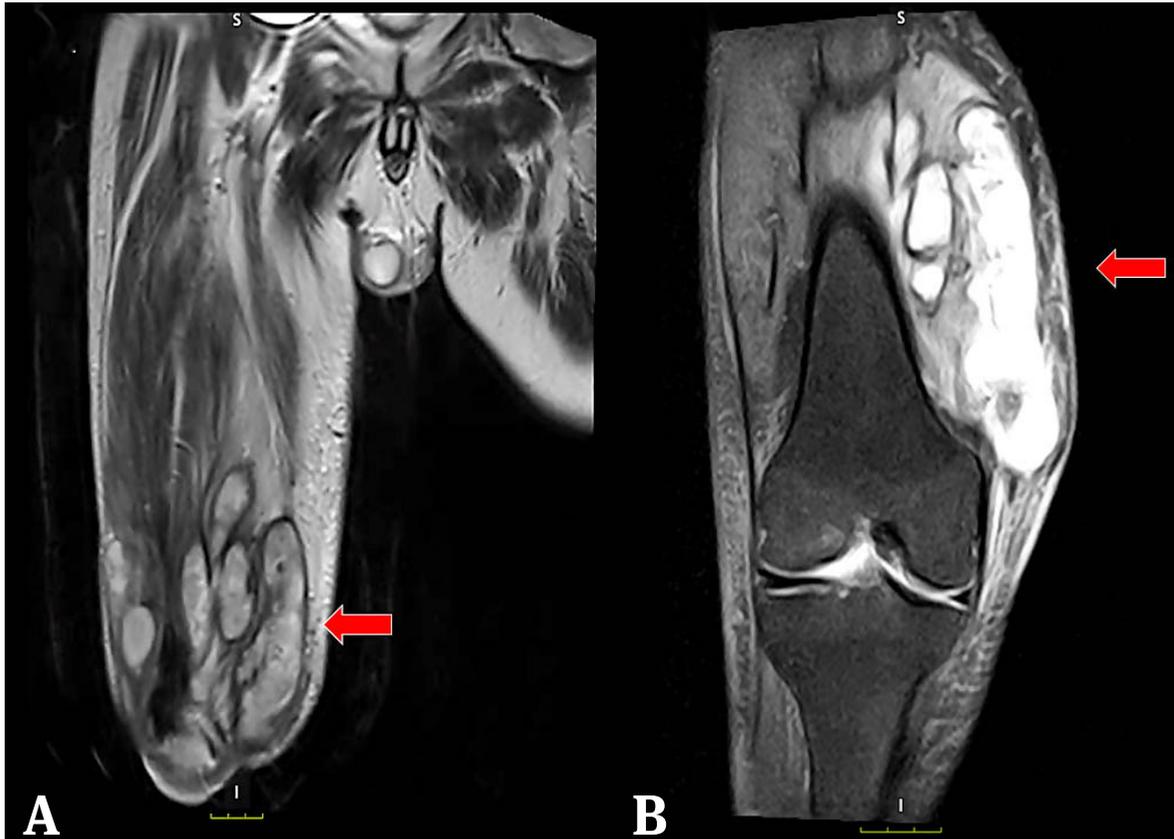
A y B) Resonancia magnética contrastada de muslo T2 y rodilla T1: Se observan grandes colecciones multi-loculadas comprometiendo compartimentos del cuádriceps y aductores.
